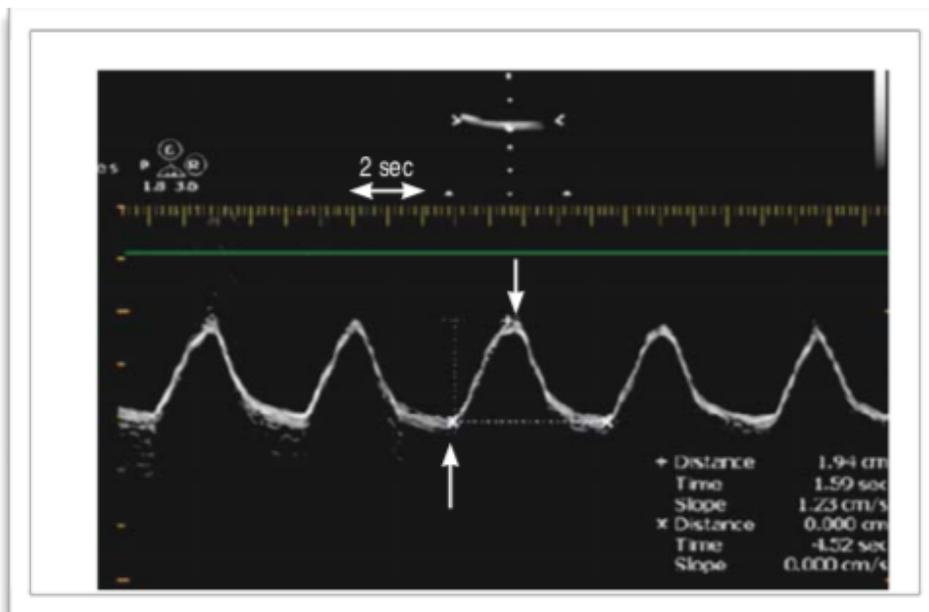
A. Anatomía ultrasonográfica en modo bidimensional para la localización del diafragma durante la evaluación de la excursión del mismo. B. El ultrasonido diafragmático en modo M permite visualizar la excursión diafragmática en el paciente con VM en modo espontáneo con presión soporte, la cual se encuentra por encima del mínimo necesario para el retiro de la VM. C. Ultrasonido diafragmático en modo M en un individuo con VM y presencia de disfunción diafragmática asociada con la misma.
